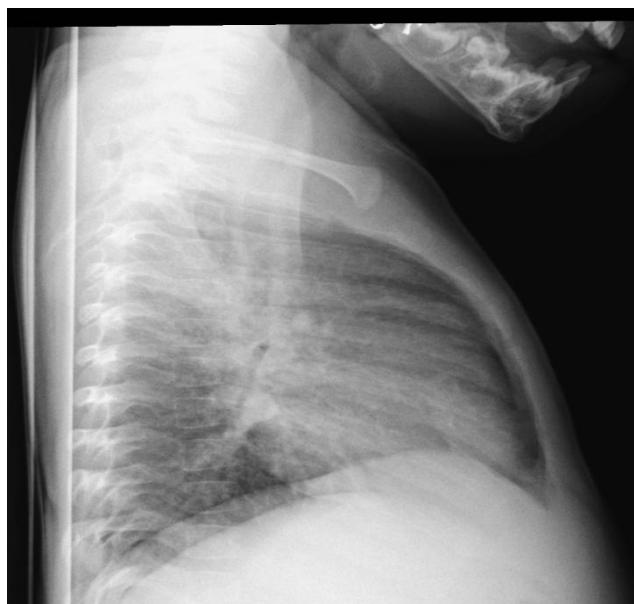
radiographie du thorax de profil montrant une condensation lobaire moyenne droite
